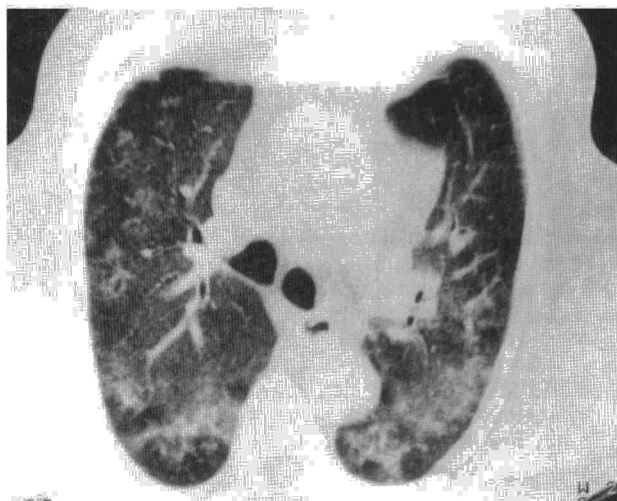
Tomografía axial computarizada de tórax: infiltrados alveolares en ambos lóbulos inferiores.
